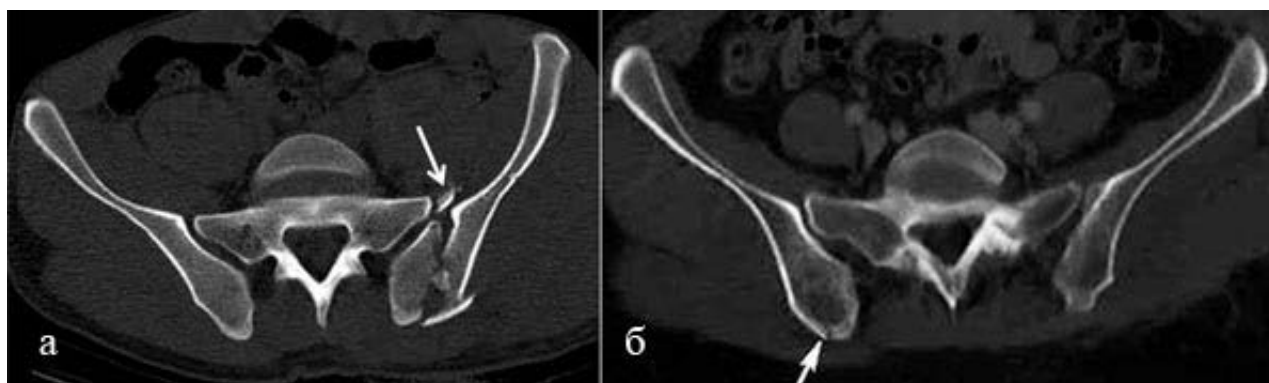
КТ таза, аксиальная проекция:
